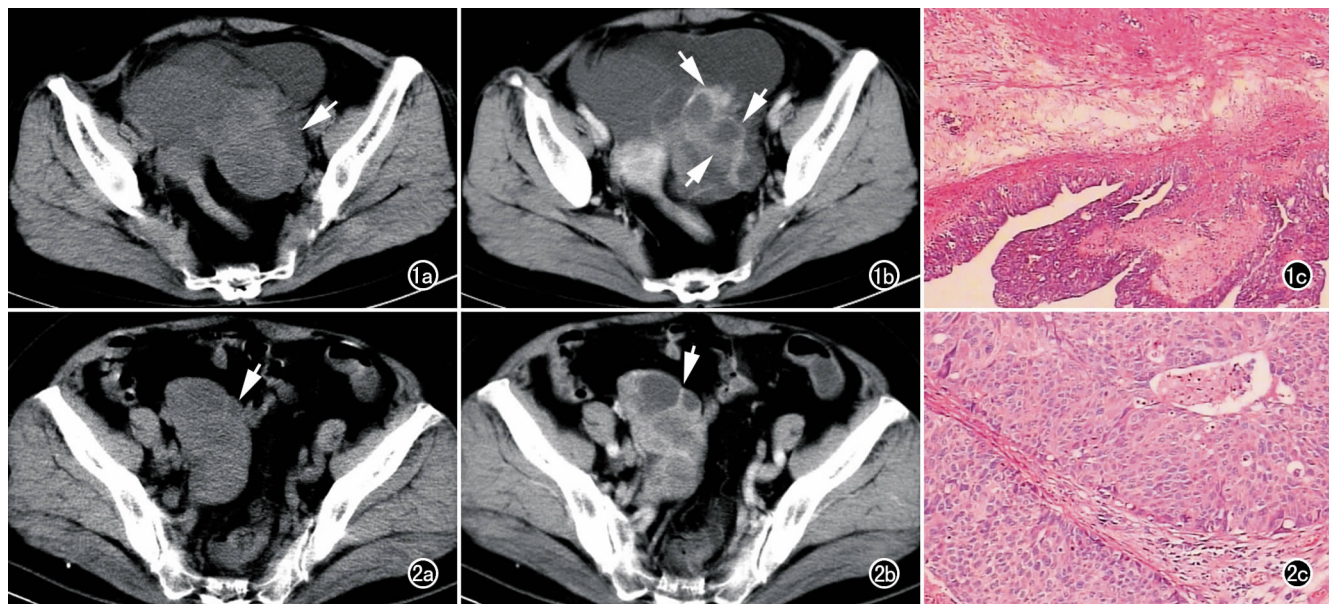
女,54岁,左侧卵巢内膜样癌Ⅱ~Ⅲ级。a) CT平扫示子宫左侧类圆形实性肿块伴囊变(箭); b) CT增强扫描(动脉期)示肿块呈多囊状环形强化(箭),累及膀胱,瘤旁见积液; c) 镜下示肿瘤细胞覆盖在囊壁表面,形成囊腔($\times 100$, HE)。
